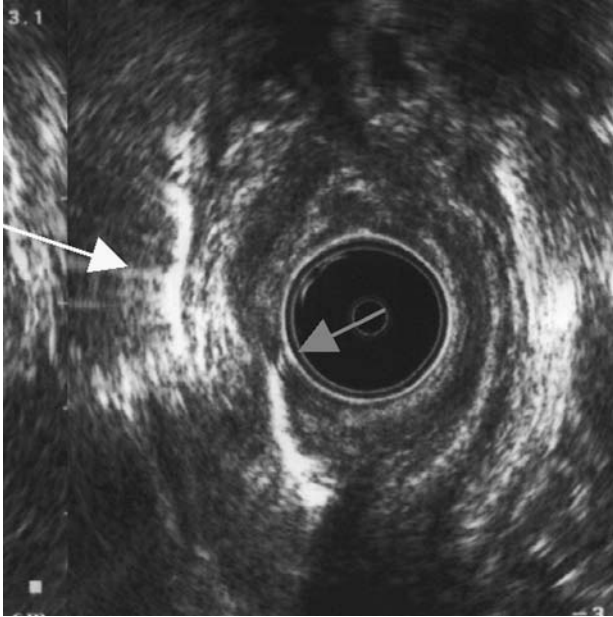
Ecografía endoanal donde se aprecia el trayecto que atraviesa el esfínter externo. Igualmente, se identifica el orificio interno (flecha roja) y una cavidad intermedia (flecha amarilla).
